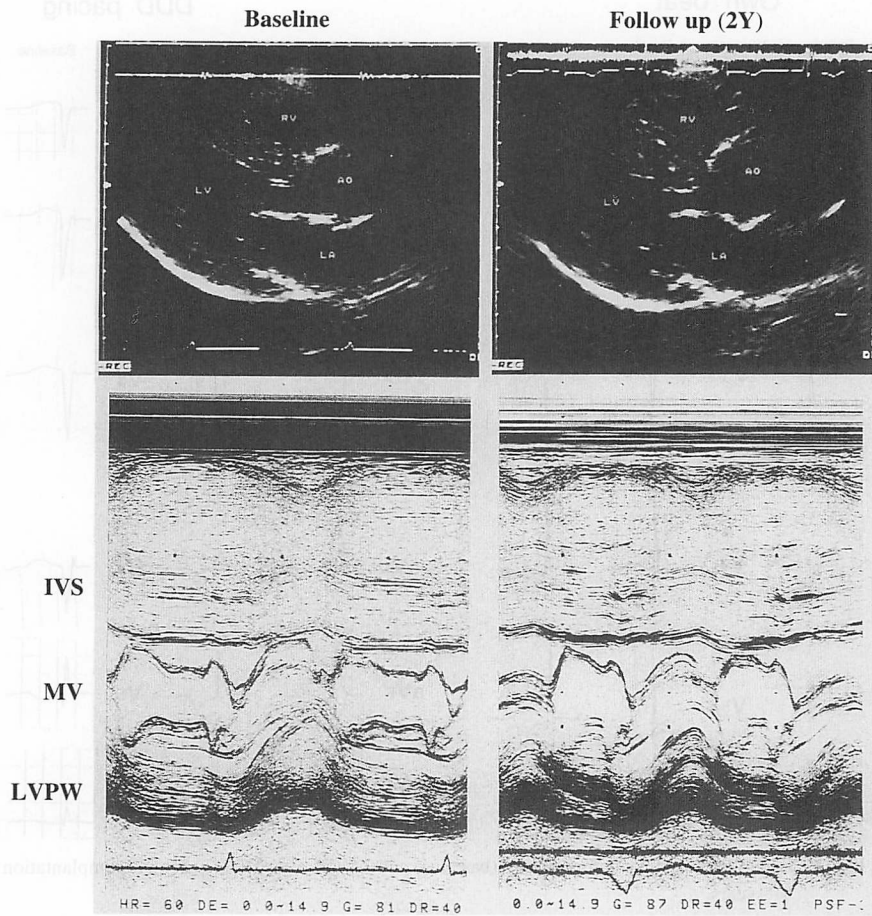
Two-dimensional echocardiographic long-axis views (*upper*) and M-mode echocardiographic tracings at the mitral valve (MV) level (*lower*) before pacing (baseline) and 2 years after dual chamber pacemaker implantation
